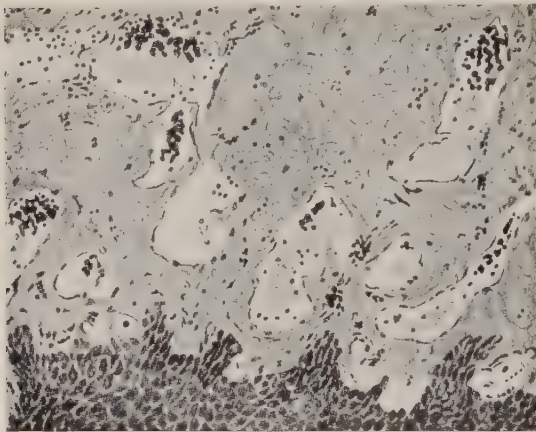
Kapillarektasien bei Röntgenspätschädigung der Haut. (Nach Fahr.)
